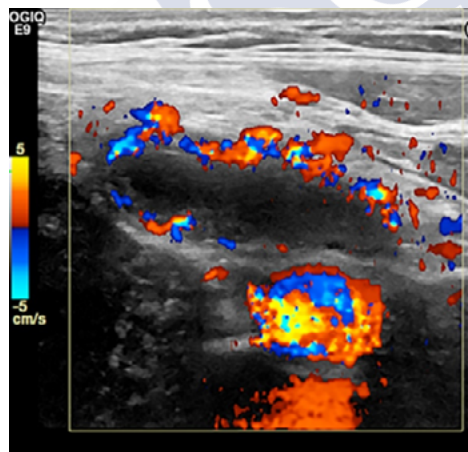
Ecografía doppler color de apendicitis aguda, que demuestra hiperemia de la pared apendicular. Fuente: Riedesel EL., et al., Pediatr Radiol, 2019;49(13):1726-34. Reproducida bajo licencia de Springer Nature.
